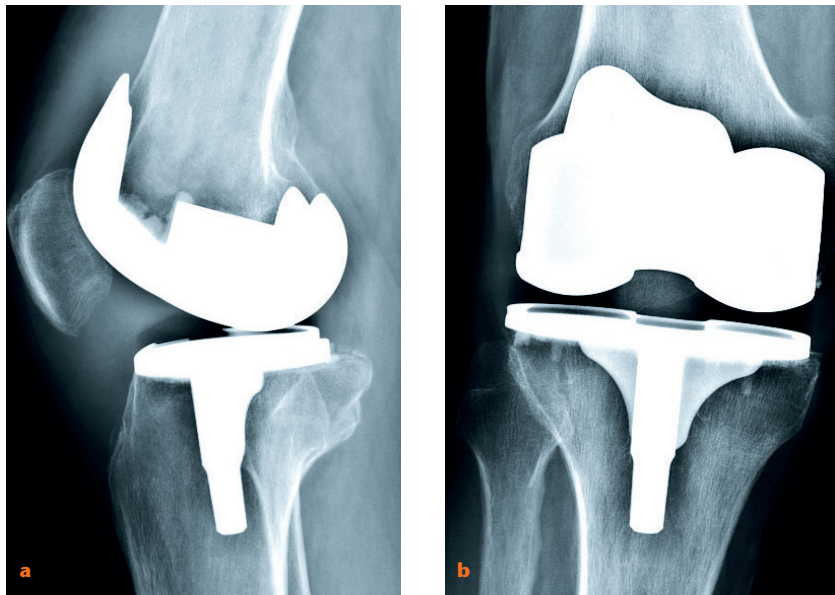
Zwei typische Röntgen-Bilder einer Knie-TEP eines Patienten mit einem CRPS, Patella baja und prothesennahe Entkalkung. Bei diesen Veränderungen wird oft auch eine Lockerung vermutet, da immer auch Schmerzen bei Belastung vorliegen.
